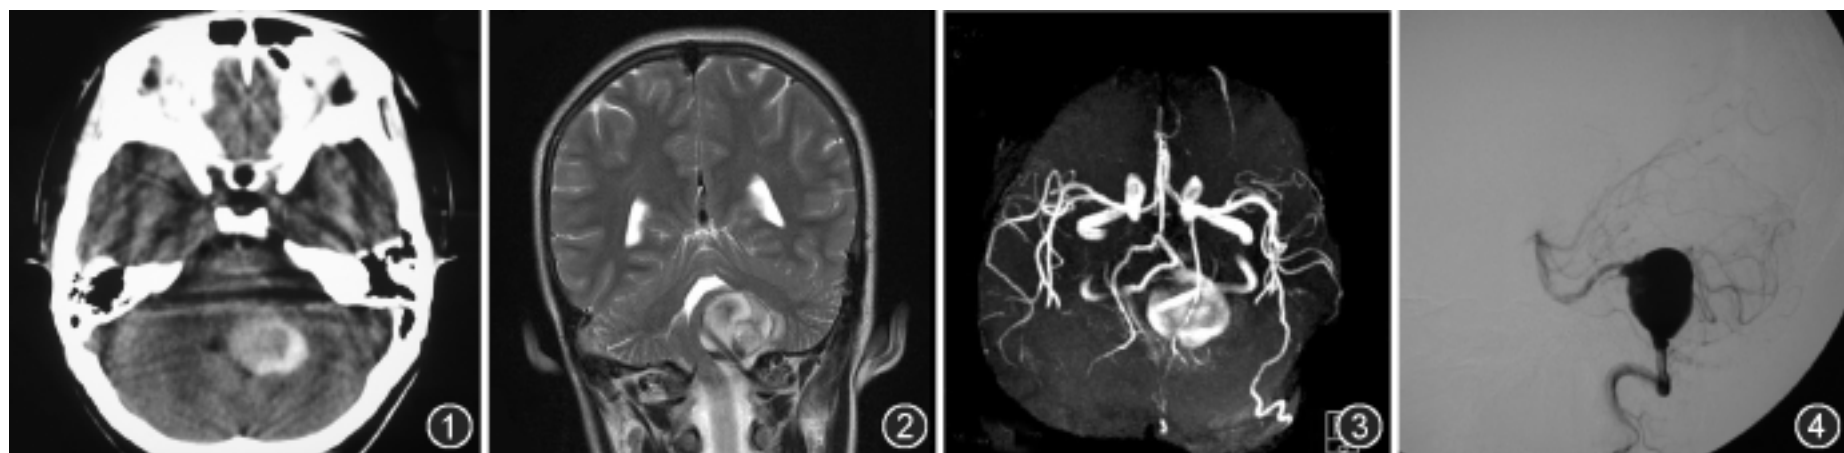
CT 平扫示小脑蚓部类圆形不均匀高密度影, 边界清晰、光滑, 第四脑室受压、变小、右移 图 2 MR T₂WI 示左侧脑干周围池圆形混杂信号影, 其内见流空低信号影及含铁血黄素信号影 图 3 三维 MR 血管成像(3D MRA)示左侧椎动脉汇入基底动脉前颅内段扭曲成一团块状影。左侧大脑后动脉起自左颈内动脉 图 4 DSA 左侧椎动脉造影动态观察, 示左侧椎动脉中上段明显扩张, 对比剂在椎动脉汇入基底动脉前扭曲成一团块状影, 以后对比剂缓慢通过基底动脉到达颅内分支
